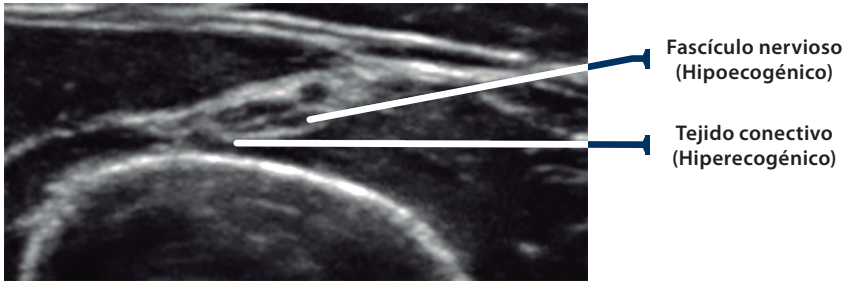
Visión mediante ultrasonidos de un nervio. Estructura típica en "panal de Abeja".
